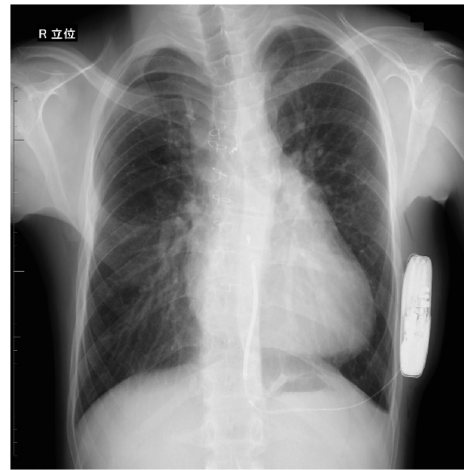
Case 2. Chest X-ray after S-ICD implantation.
